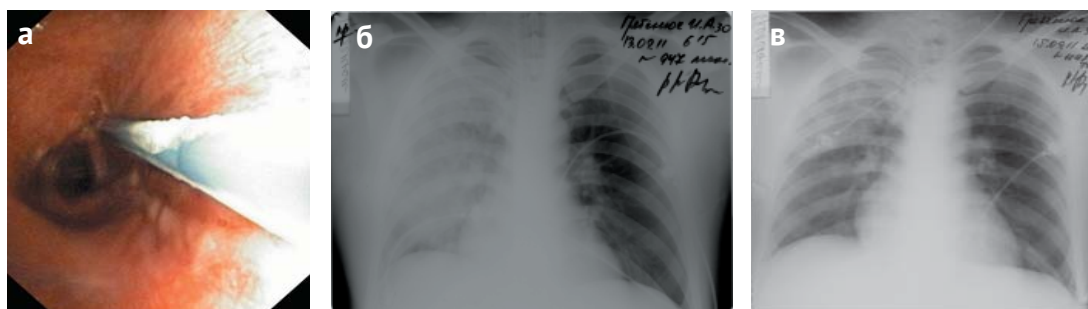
Чрезбронхиальное введение антибиотика: а – эндоскопический этап инъекции препарата; б – рентгенологическая картина до инъекции; в – рентгенологическая картина через 2 сут после инъекции
